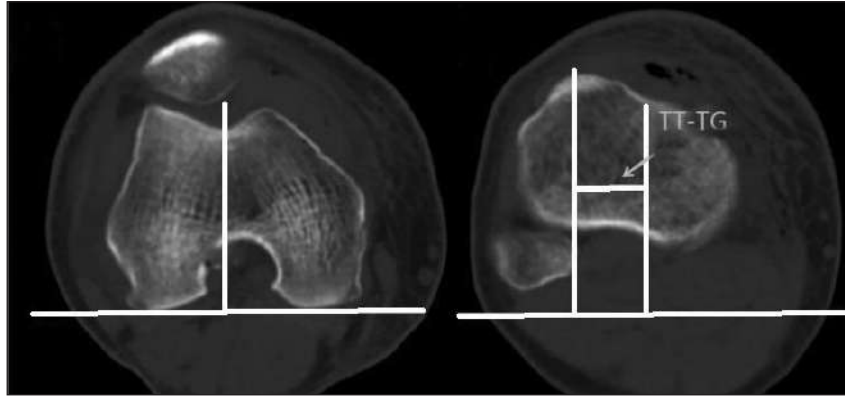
Вимірювання відстані TT-TG за допомогою КТ
